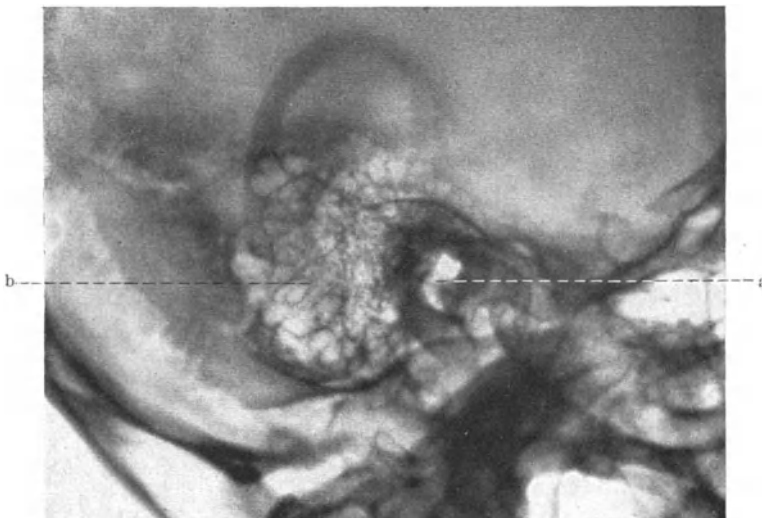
Röntgenbild eines gut pneumatisierten Warzenfortsatzes. a Äußerer Gehörgang, b Warzenfortsatz.
